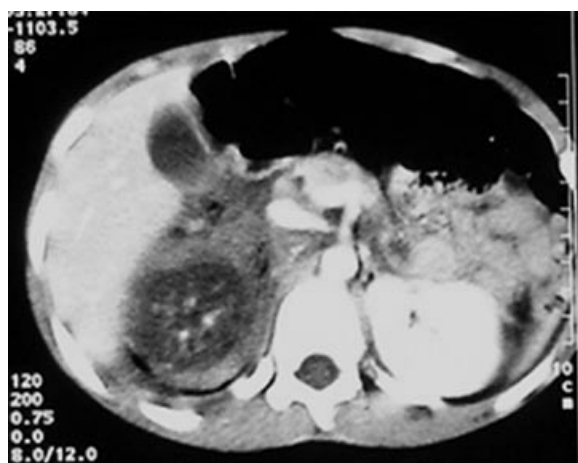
CT. K.G. , a 14-year-old boy, hit by a car. Upper kidney pole avulsion, perirenal hematoma.
